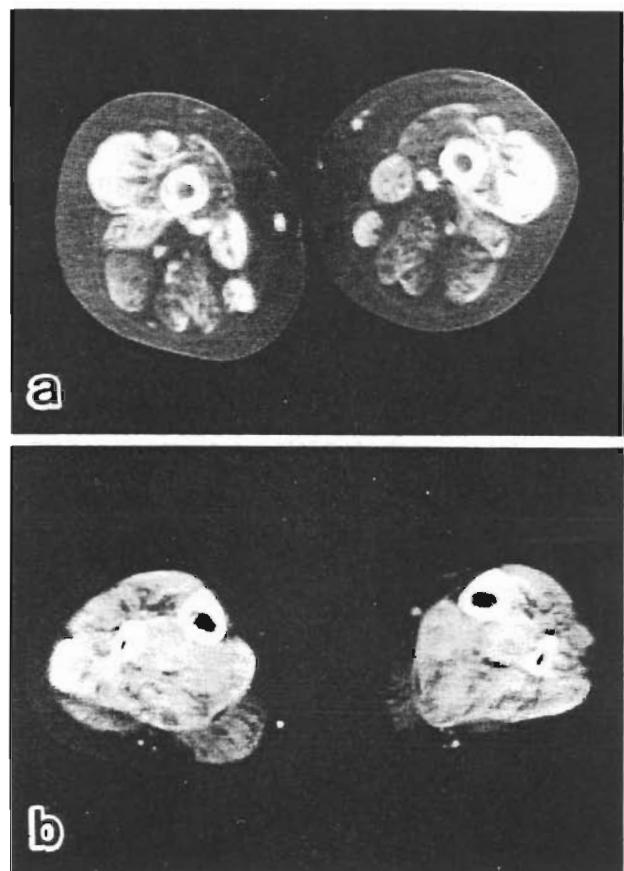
患者の大腿と下腿のCT像。大腿筋（a）では各筋に著明な低吸収像がみられる。外側広筋、縫工筋、薄筋は比較的低吸収像が少ない。下腿筋（b）では大腿筋に比べ、全体的に吸収性が保たれていない。腓腹筋には著明な低吸収が見られた。ヒラメ筋には虫喰い状の低吸収域がみられ、前脛骨筋、長趾屈筋、腓腹筋にも軽度の虫喰い状の低吸収域が認められた。
